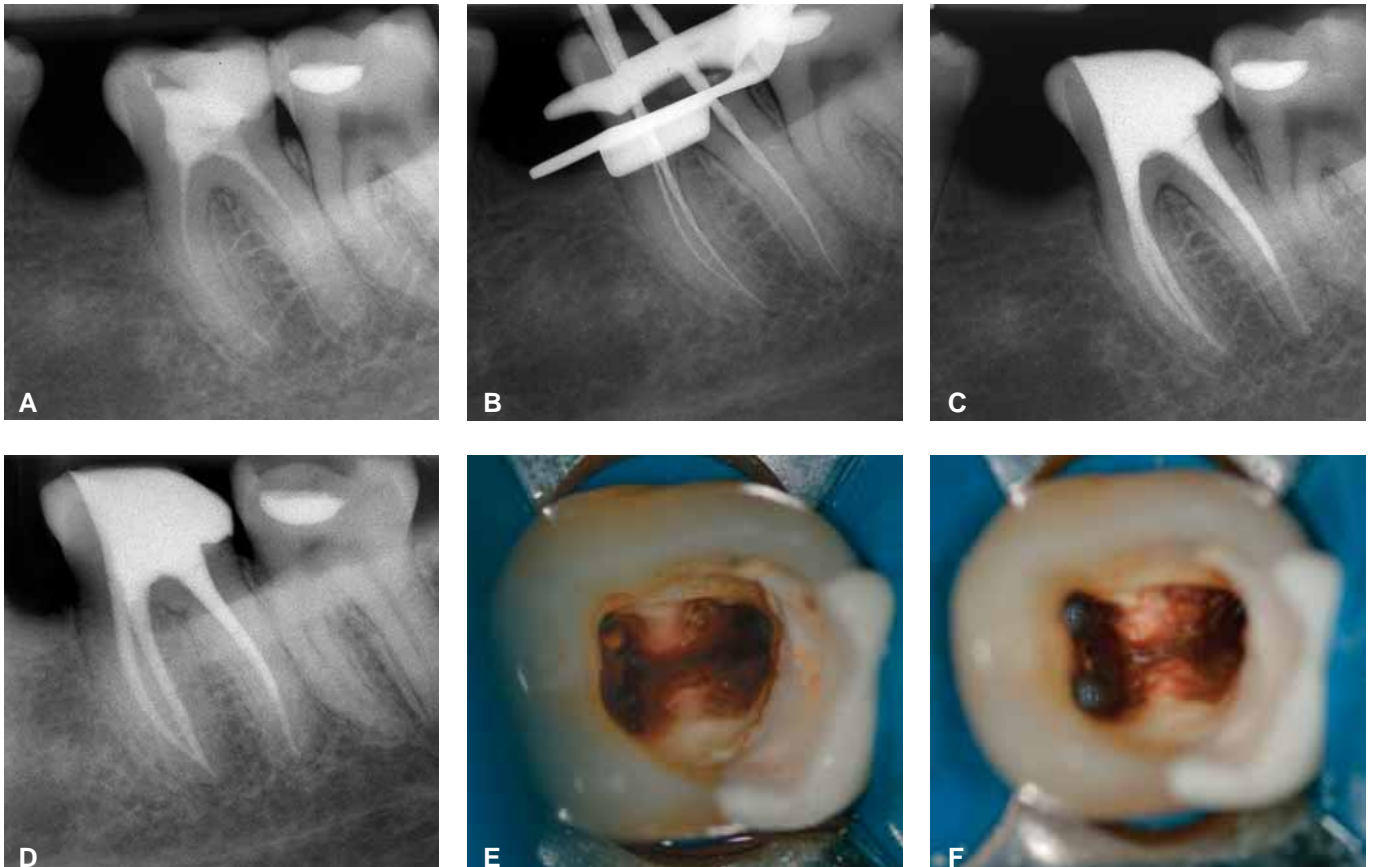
Ritratamento di un secondo molare inferiore con trattamento endodontico incompleto e periodontite apicale acuta (a). Rx intraoperatoria alla fine delle fasi di preparazione canalare con gli strumenti posizionati alla lunghezza di lavoro (b). Otturazione dei canali radicolari effettuata in una seduta, con completo riempimento del sistema endodontico (c). La confluenza dei canali mesiali a livello apicale si apprezza maggiormente attraverso la proiezione radiografica (d). Il pavimento della camera pulpale all'inizio del trattamento; il vecchio materiale da otturazione risulta di difficile rimozione e l'uso delle punte ad ultrasuoni ne permette una rimozione efficace e sicura (e). Pavimento della camera pulpale dopo le fasi di preparazione e detersione (f).
